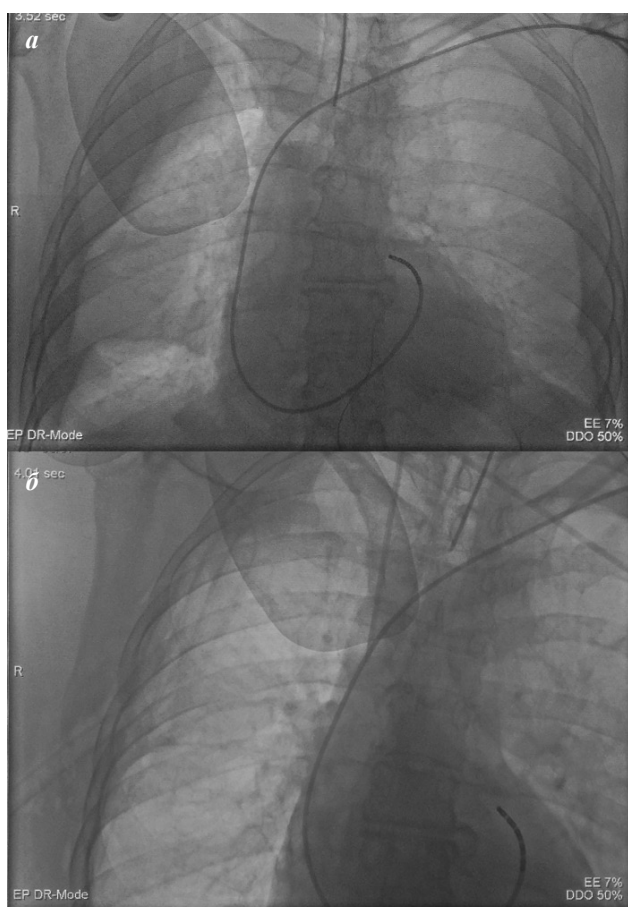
Рентгенограммы пациента с гемотораксом:
